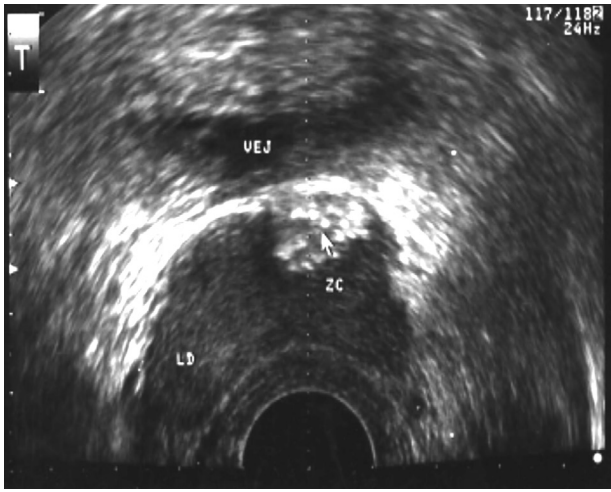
Ultrasonido transrectal observándose a nivel de la próstata, hacia la zona central, lesión nodular bien definida que mide 10x9 mm de bordes irregulares con pequeñas calcificaciones.
